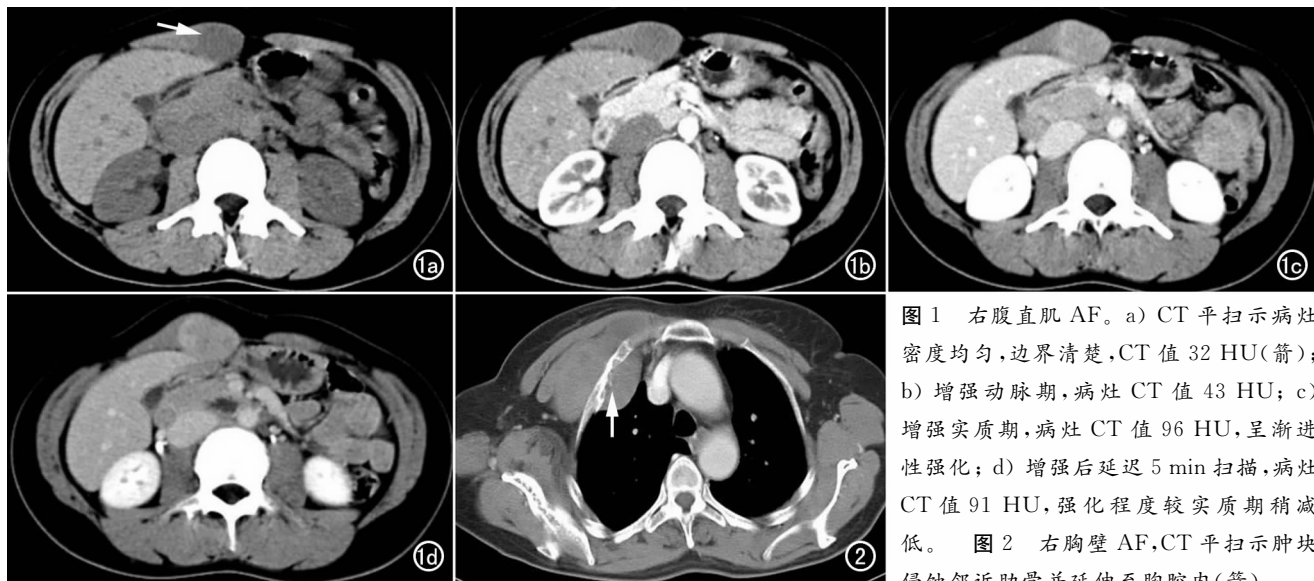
右腹直肌 AF。a) CT 平扫示病灶密度均匀,边界清楚,CT 值 32 HU(箭); b) 增强动脉期,病灶 CT 值 43 HU; c) 增强实质期,病灶 CT 值 96 HU,呈渐进性强化; d) 增强后延迟 5 min 扫描,病灶 CT 值 91 HU,强化程度较实质期稍减低。图 2 右胸壁 AF,CT 平扫示肿块侵蚀邻近肋骨并延伸至胸腔内(箭)。
